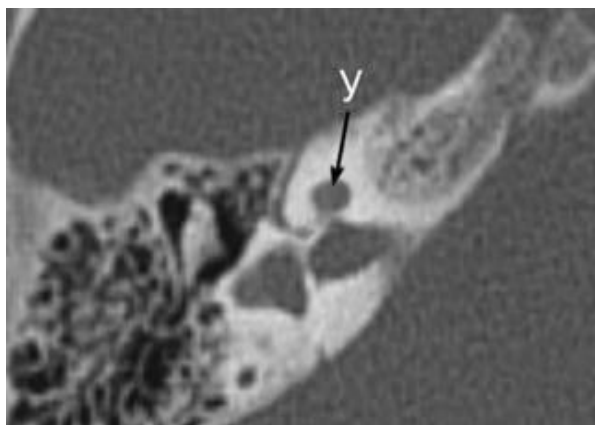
МСКТ височной кости и 3D моделирование внутреннего уха: ГУ–I: улитка (Y) – небольшое образование округлой или овальной формы, возвышающееся над ВСП (указано стрелкой)
